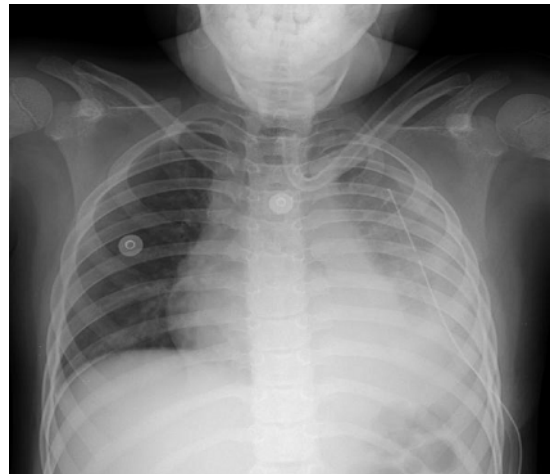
Left pleural effusion is seen on plain chest x-ray (Hospital day #1).
